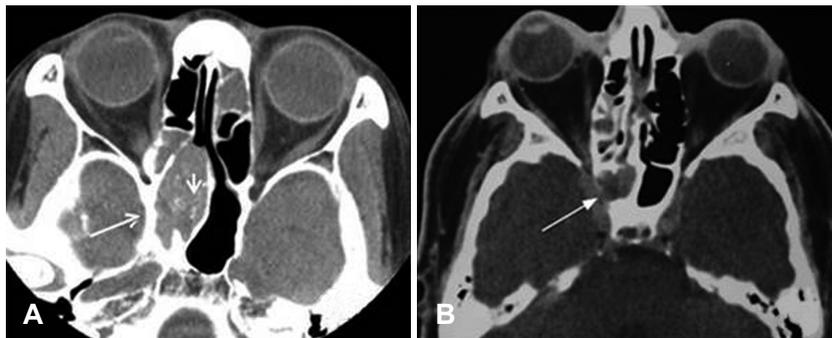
Axial sinus CT scans. CT scan shows isoattenuating to hyperattenuating material filling the right sphenoid sinus with multiple increased attenuation areas (short arrow)(A). Note the thickening of the sinus (long arrow), a finding consistent with a chronic inflammatory process. Axial contrast enhanced CT scan shows right ethmoid and sphenoid sinusitis with destruction of the lateral wall of the sphenoid sinus (long arrow)(B).¹⁴⁾ There is invasion of the right cavernous sinus with occlusion of the right internal carotid artery.
